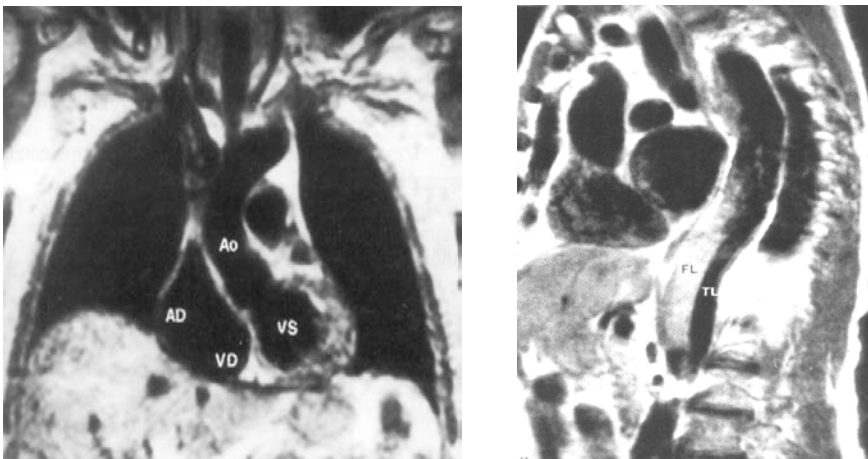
Examinare cardiacă prin IRM
